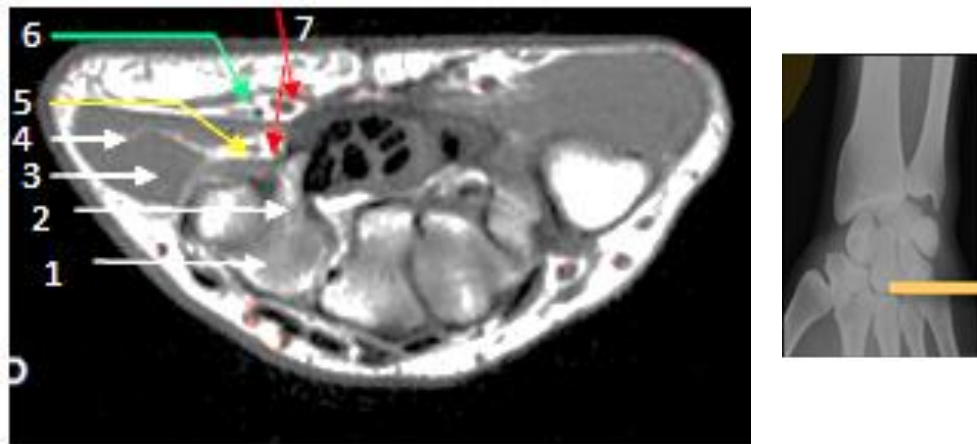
Image IRM du poignet. Coupe axiale passant par la deuxième rangée des os du carpe. Notons la branche profonde du nerf ulnaire à l'entrée de l'hiatus piso-hamulien au contact de l'hamulus de l'hamatum, ainsi que les branches de division de l'artère ulnaire en branche profonde (ulno-palmaire) et la branche superficielle qui est elle-même l'artère ulnaire.
